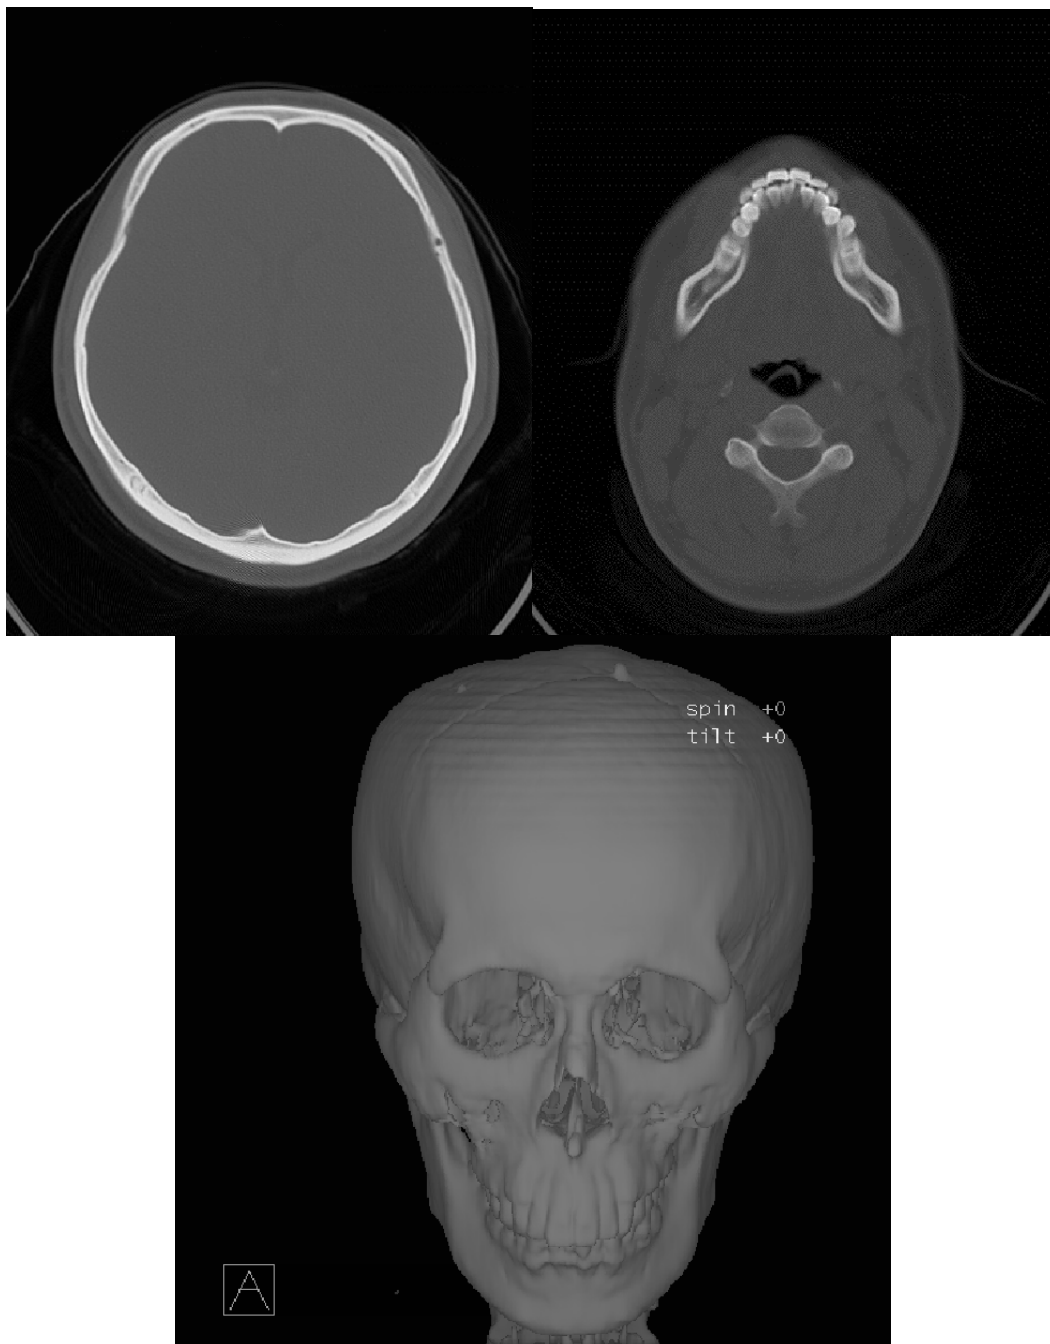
モデル作成のために撮影した CT 画像。下の画像は骨に相当する CT 値を
